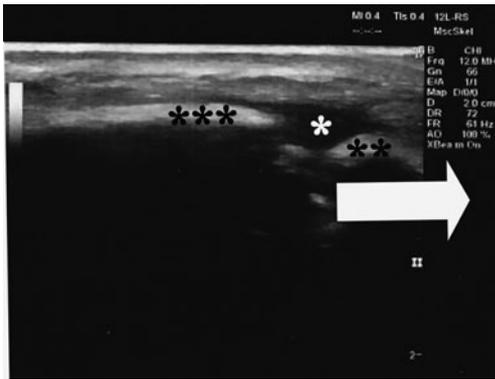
Dynamic assessment with ultrasonography at the seven-week follow-up visit : Slight movement of the distal fragment on abduction of the shoulder (white arrow) .
